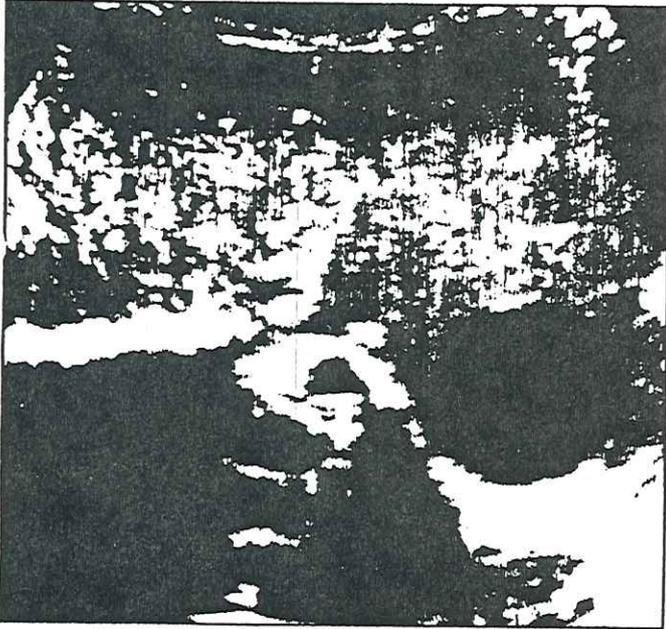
Ecografía.- Imagen quística de 8 cm de diámetro en polo inferior de bazo.
